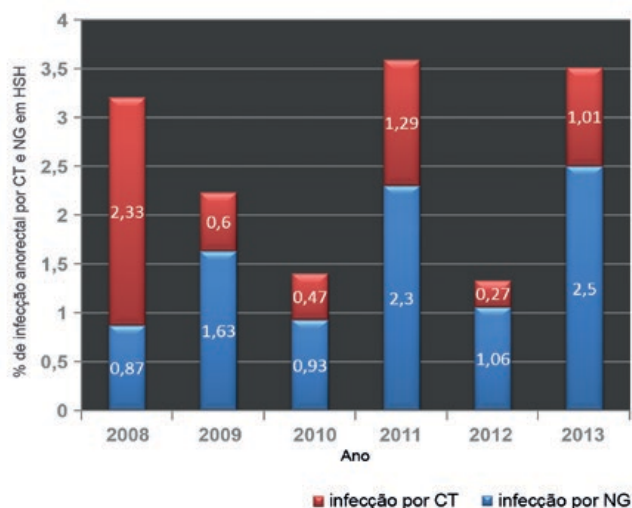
Evolução do número de casos de infecção anorectal por *Neisseria gonorrhoeae* (NG) e *Chlamydia trachomatis* (CT) entre 2008 e 2013.
